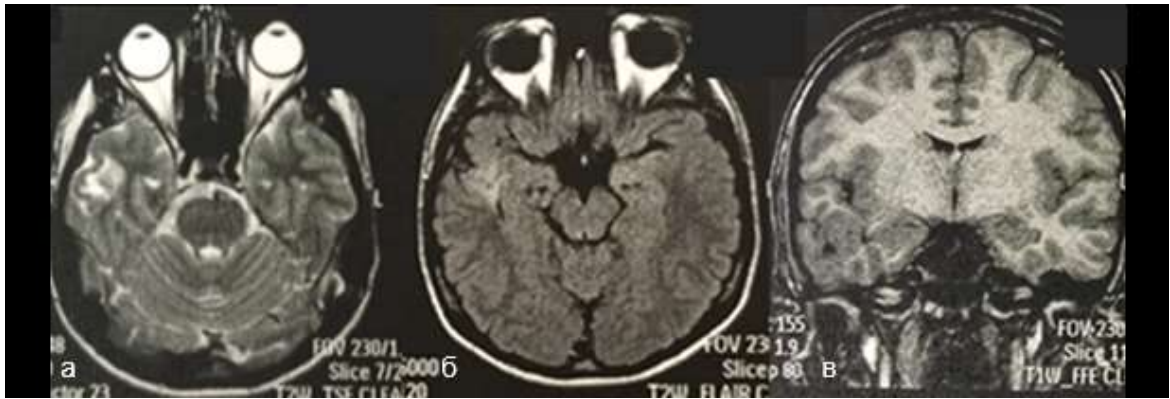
Пациент С. результаты рутинной МРТ в 14-летнем возрасте. Определяется внутримозговой патологический субстрат с повышением сигнала в импульсных последовательностях T2 и FLAIR, понижением сигнала в T1, локальным нарушением сулькации, серо-белой демаркации, трансмантально распространяющийся от стенки бокового желудочка до коры латеральных отделов правой височной доли (а, б, в). Типичные для опухоли контрастное усиление, перифокальный отек, масс-эффект не наблюдаются
